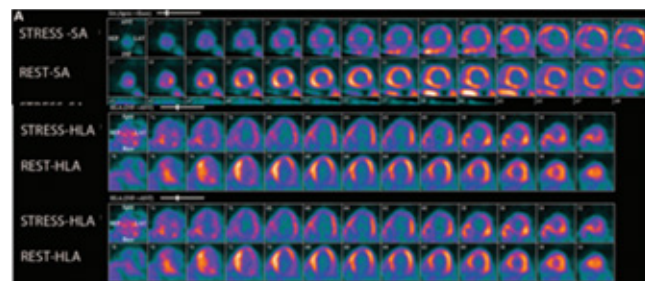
PET con Rubidio (82Rb) - Eje corto arriba, eje largo horizontal (centro) y eje largo vertical (abajo). Ventriculo izquierdo severamente dilatado en estrés, extenso defecto de perfusión de los segmentos anterior, anteroseptal y de ápex, reversibles, compatible con isquemia extensa en el territorio de la arteria coronaria descendente anterior. Adaptado de: Predicting Benefit From Revascularización in Patients with Ischemic Heart Failure. Buckley O, Di Carli M. Circulation 2011;123:444-450
